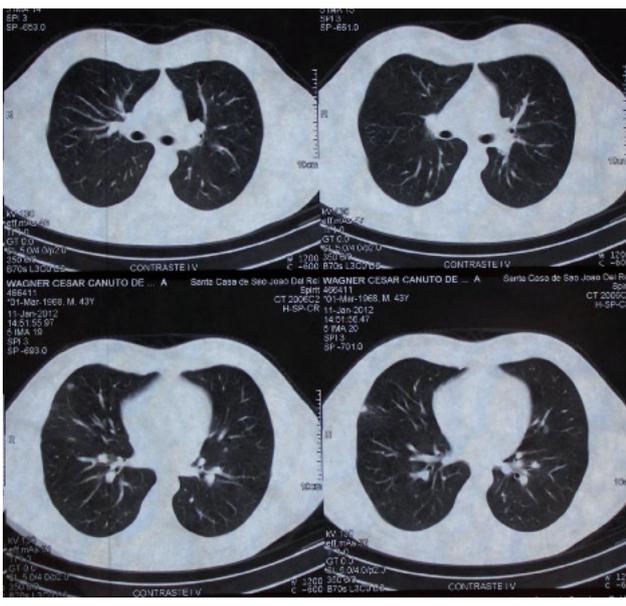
Tomografia computadorizada do tórax evidenciando metástases pulmonares.
